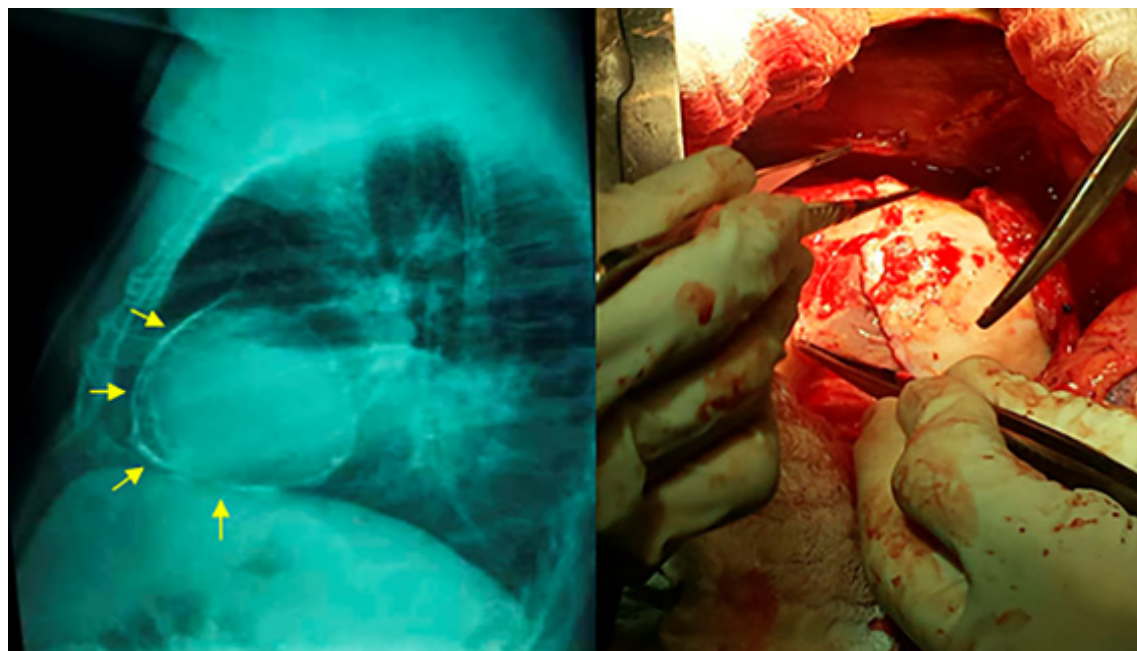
Espessamento pericárdico intenso visto na Radiografia do tórax (esquerda) e durante o ato cirúrgico (direita).
